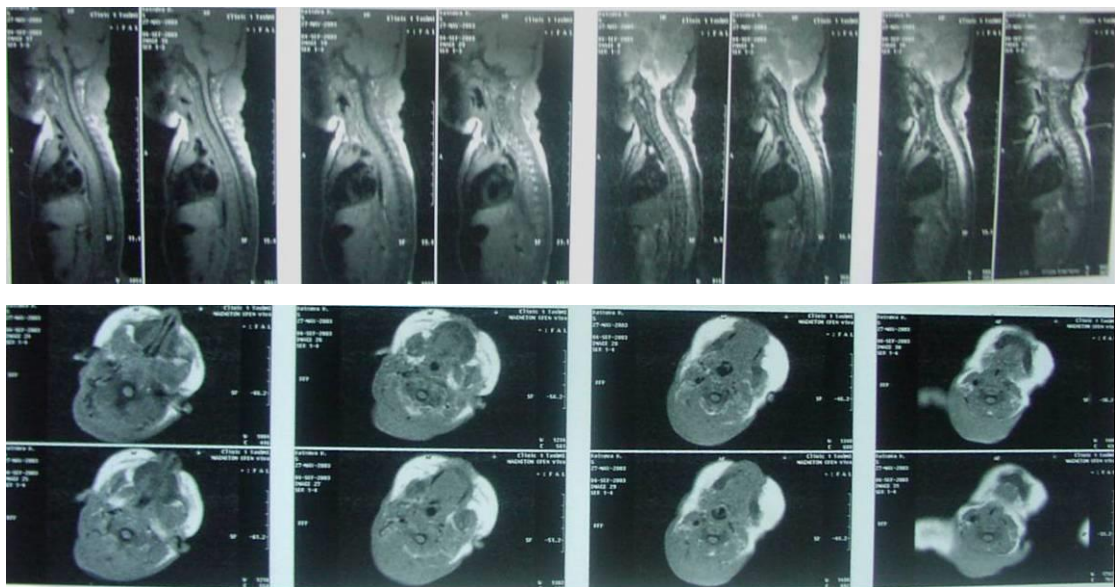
КТ головы и позвоночника. Определяется опухолевидное образование в шейном отделе позвоночника, не связанная с позвоночником.
